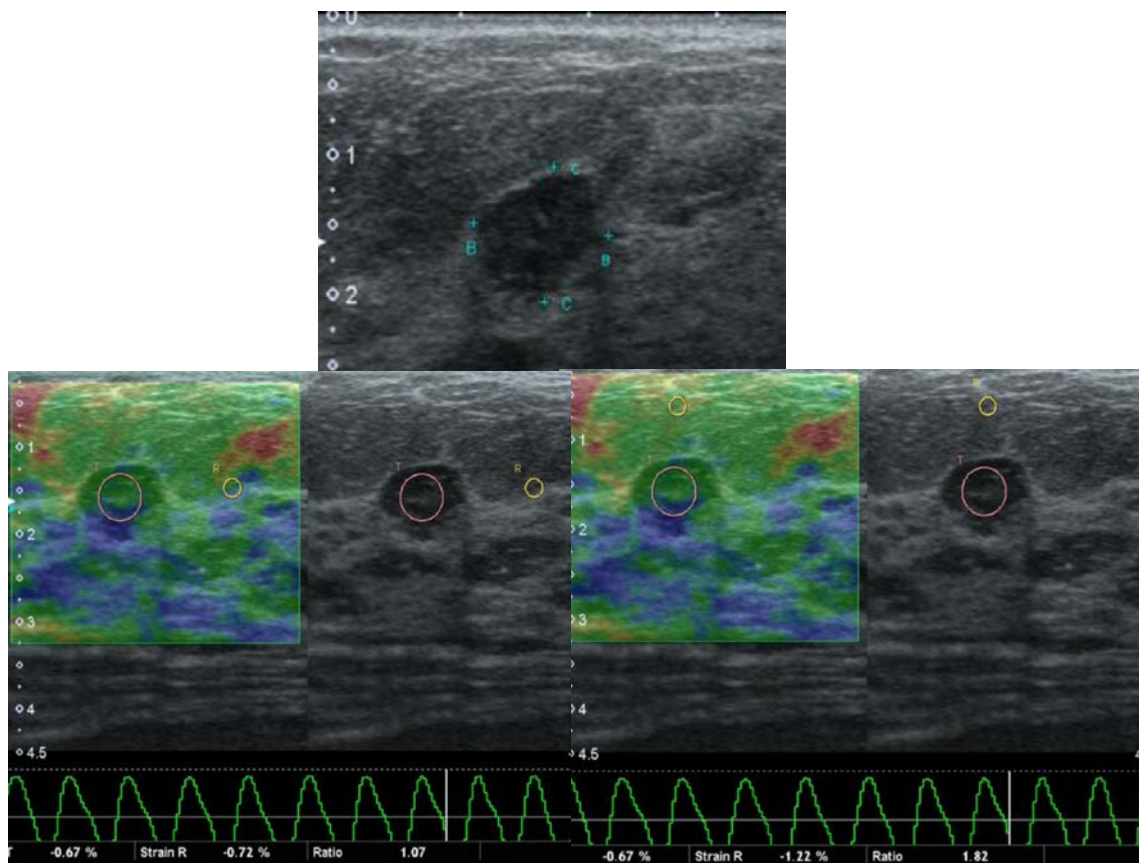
US falso positivo e elastografia verdadeiro negativa. A USG no em escala de cinza, nódulo hipoeecogênico arredondado e margens irregulares BI-RADS 4C; B e C Elastografia qualitativa com classificação 2 de Itoh e valores da relação lesão/tecido adjacente de 1,07 e da relação lesão/tecido subcutâneo de 1,82, sugerindo benignidade. Diagnóstico: Fibroadenoma
